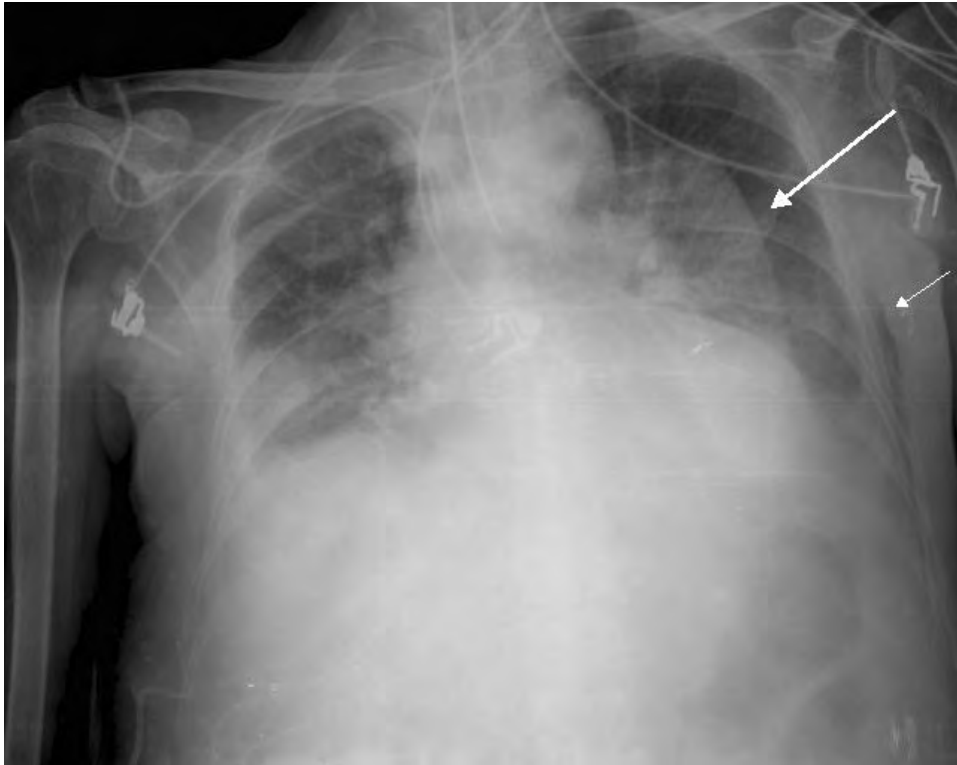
Radiografía de tórax en la que se observa una imagen de pliegue cutáneo (flecha grande) simulando un neumotórax y presencia de enfisema subcutáneo (flecha pequeña).
